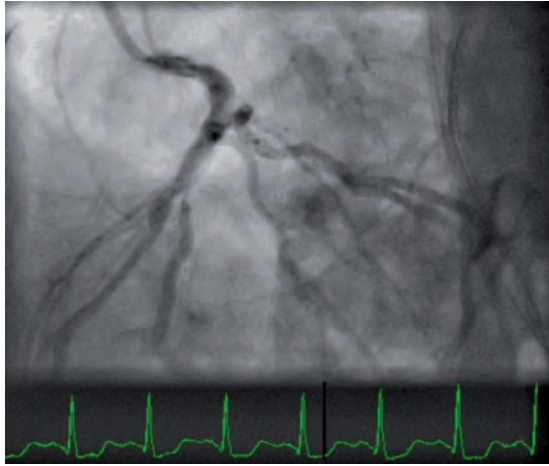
Coronariografía en proyección oblicua izquierda craneal colimada. Se observa estenosis grave de TC.
